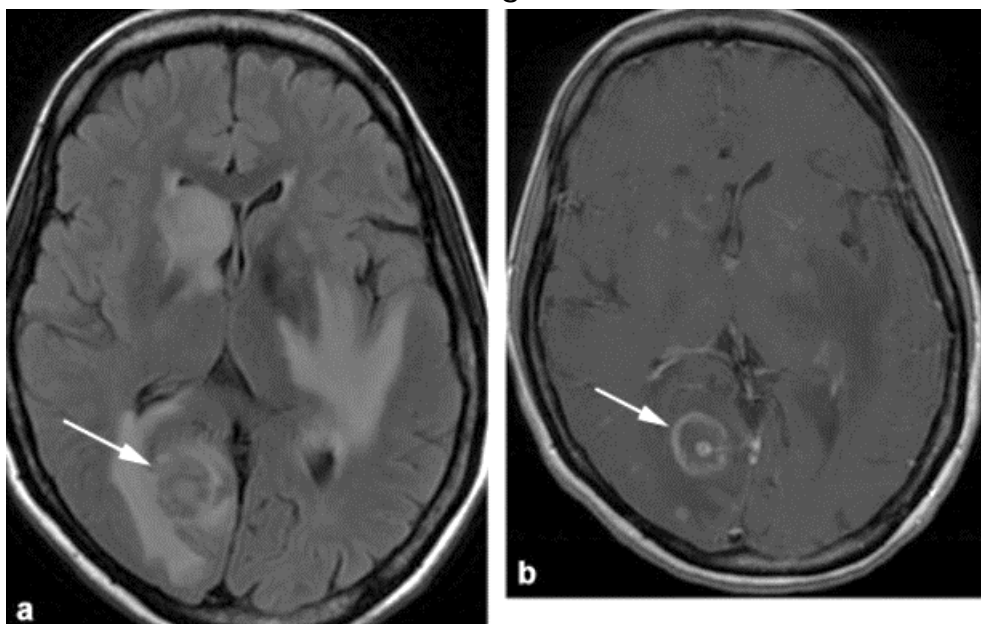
Toxoplasmose. Axiale FLAIR (a) et T1 après injection (b). Multiples lésions sous-corticales et profondes rehaussées après injection, entourées d'œdème. La lésion la plus volumineuse, occipitale droite, présente un contenu en hyposignal FLAIR et un rehaussement typique en cocarde avec un centre excentré.
